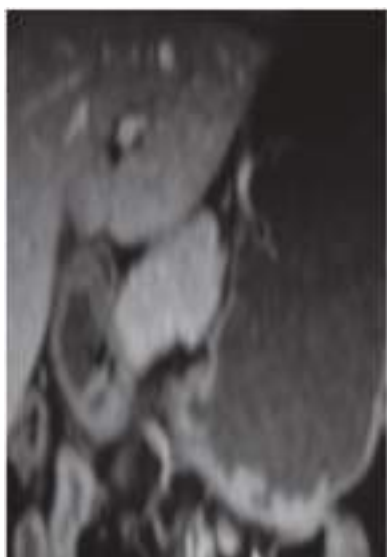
КТ: рак желудка I-й стадії.
